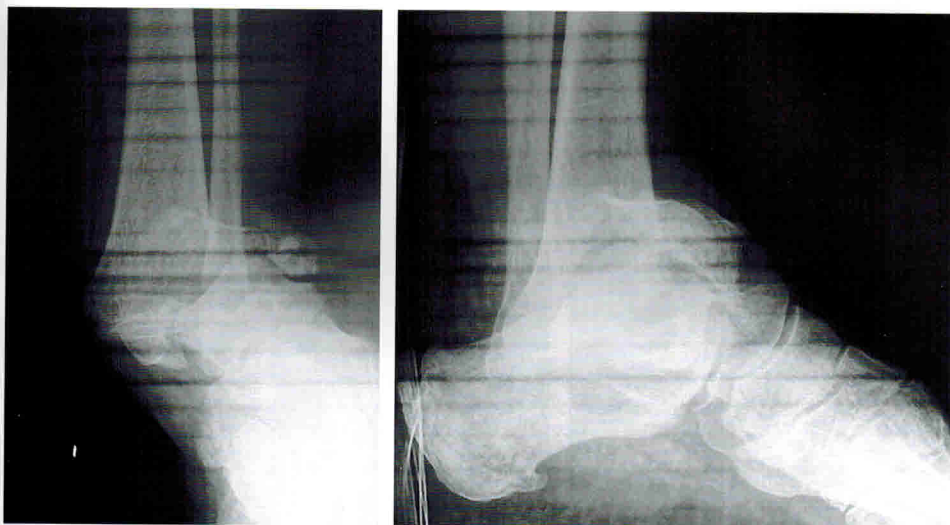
Рисунок 1А. Первичные рентгенограммы пациентки К., 60 лет.
